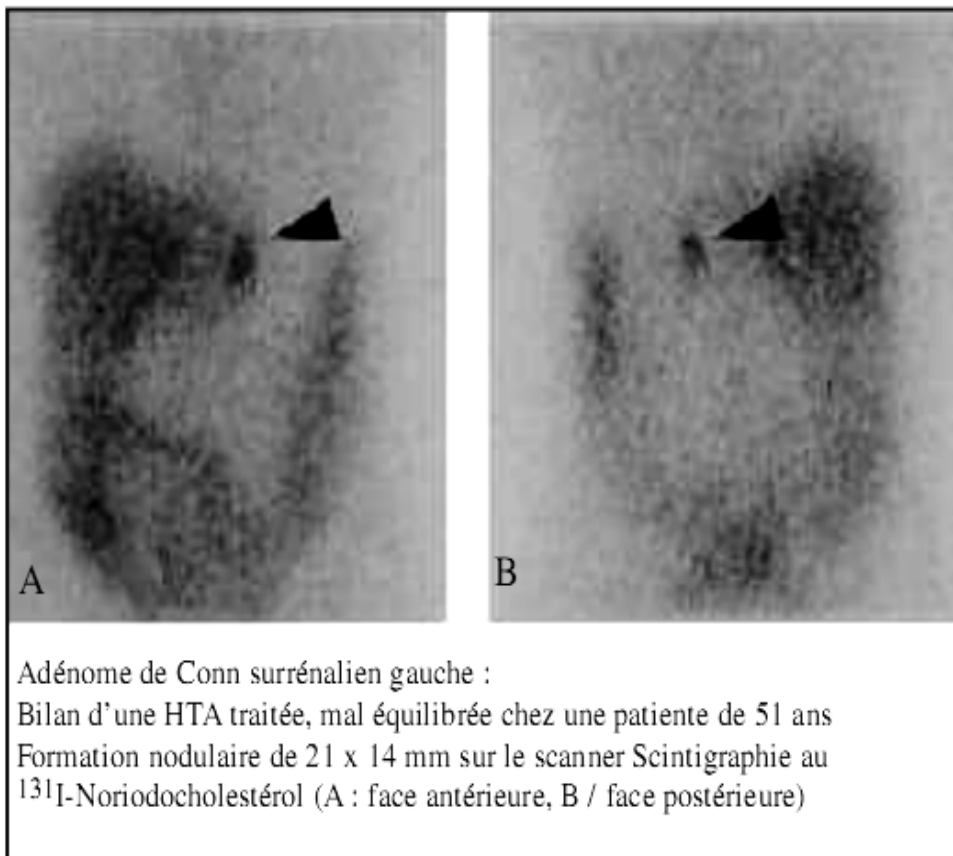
adénome de CONN à la scintigraphie au Norchol* [35]
